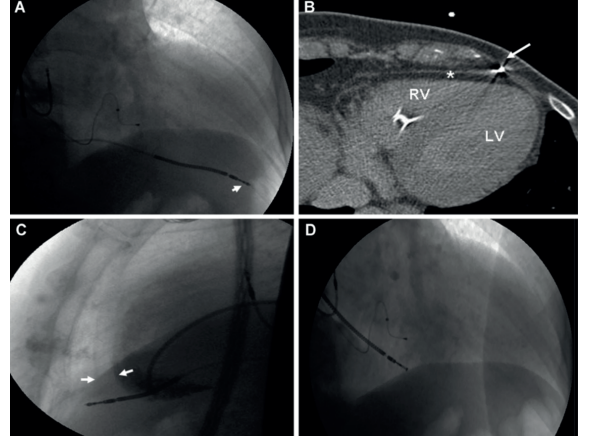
A) Aktif fikse ICD leadinin ucu RV (sağ ventrikül) serbest duvarından dışarı doğru uzanmakta olup miyokardı perforasyon etmiş olduğu gözükmemekte B) Kontrastlı tomografide leadin ucunun perikard dokusunda olduğu izlenmektedir C) RV anjiyografisi sonrasında perikard boşluğunda opak madde tutulumu mevcut D) Lead başarılı şekilde yeniden yerleştirildikten sonra skopi görüntüsü (5)
